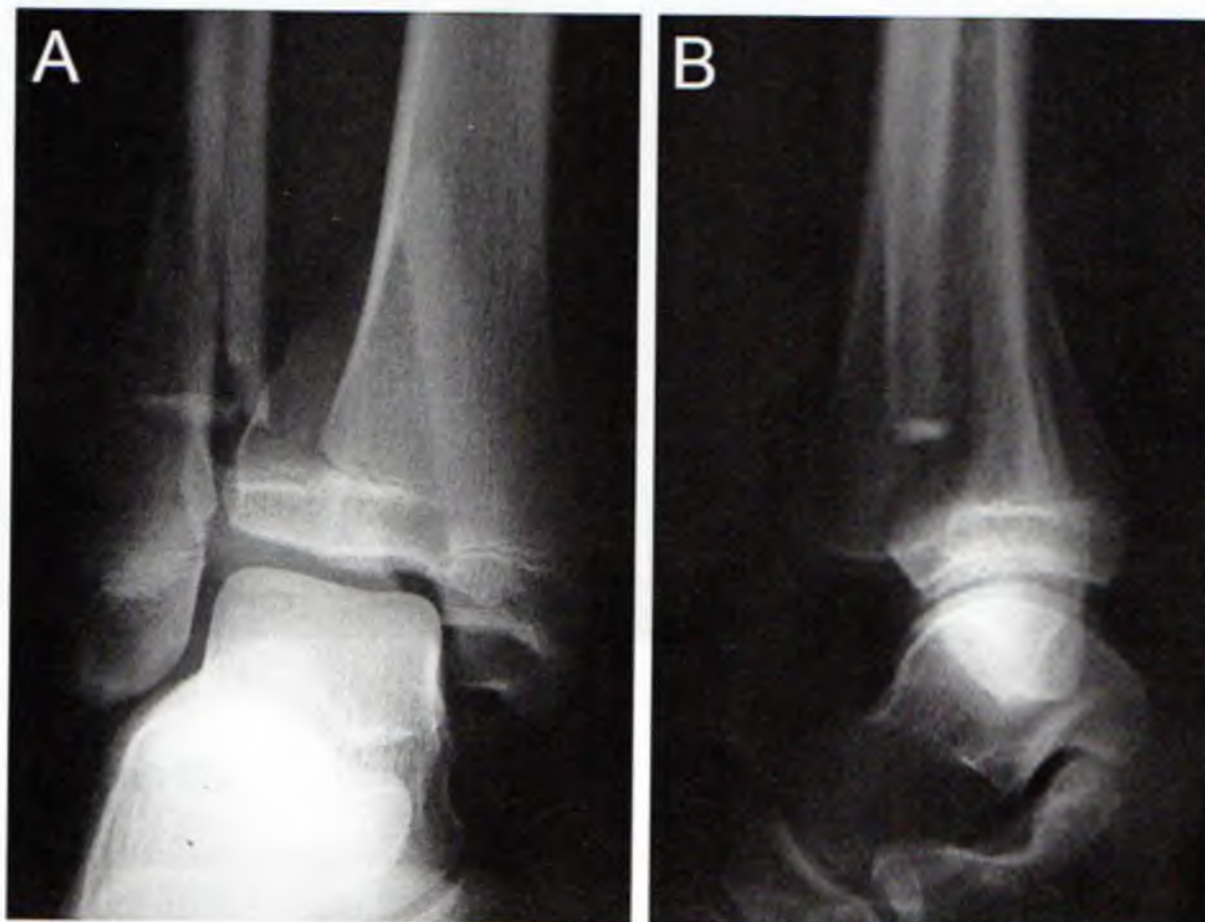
Radiographie de face de la cheville droite, chez un enfant de 10 ans : fracture de la malléole médiale de type Salter IV, dite de MacFarland peu déplacée. Le traitement a été chirurgical (vissage transversal épiphysaire et métaphysaire)
